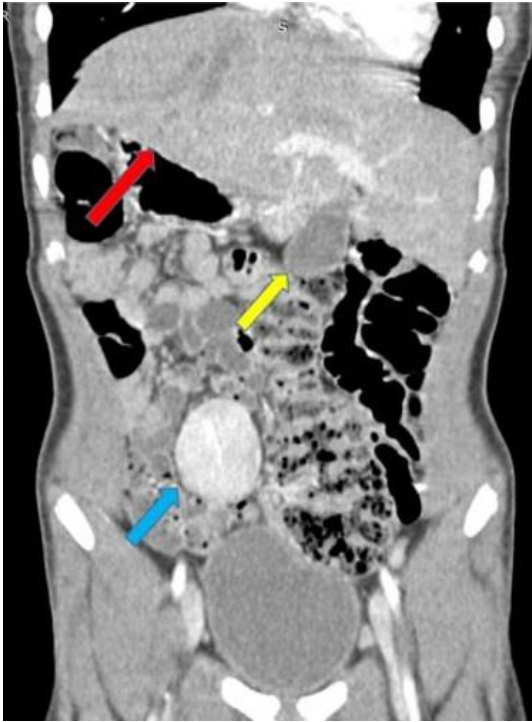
TDM abdominale en coupe coronale après injection de PDC montrant une rate baladeuse sus vésicale (flèche bleue), le foie dans les deux hypochondres (flèche rouge), la vésicule biliaire médiane (flèche jaune), pointe du cœur à gauche (flèche verte)
